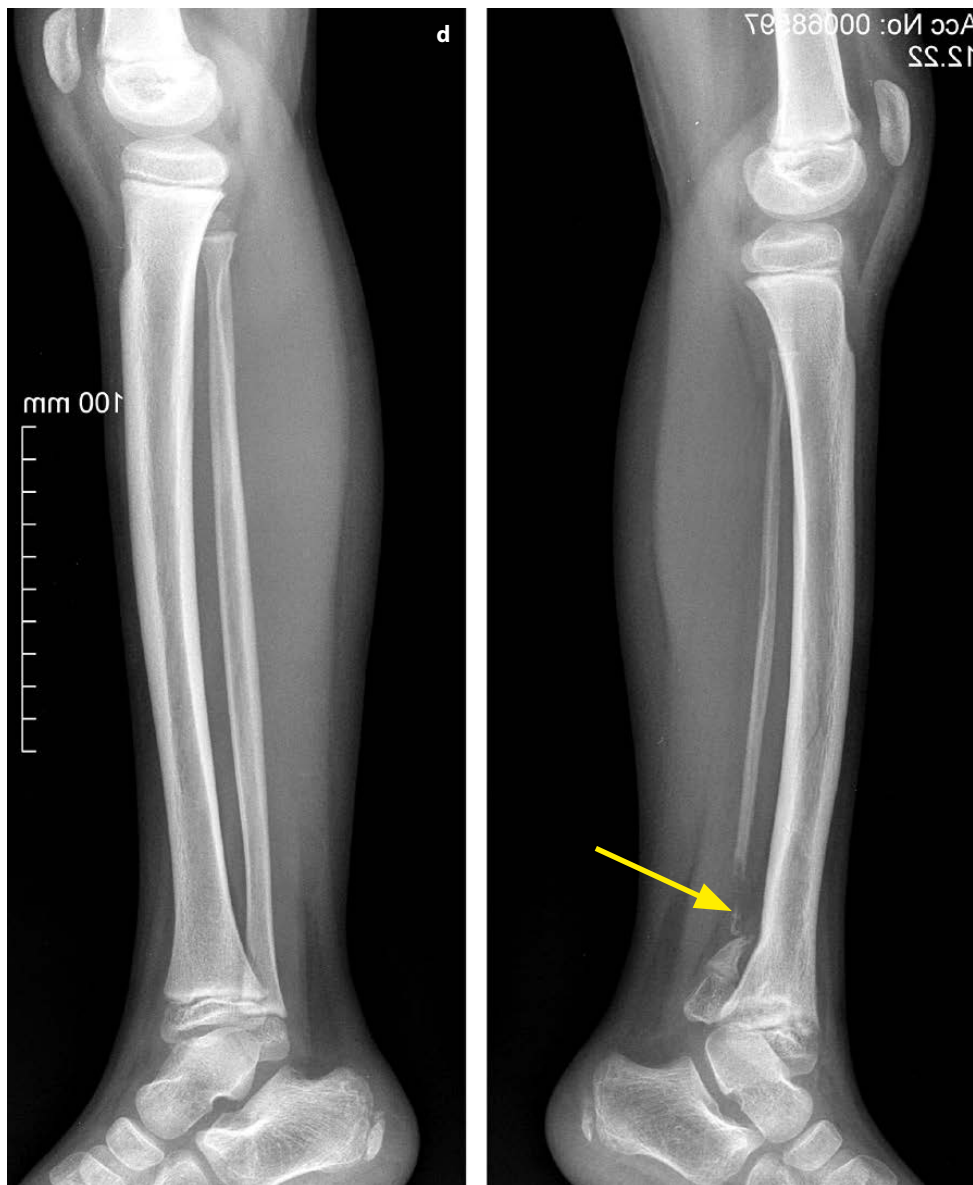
Pseudoarthrosis of the left fibula – see arrow at X-ray.
